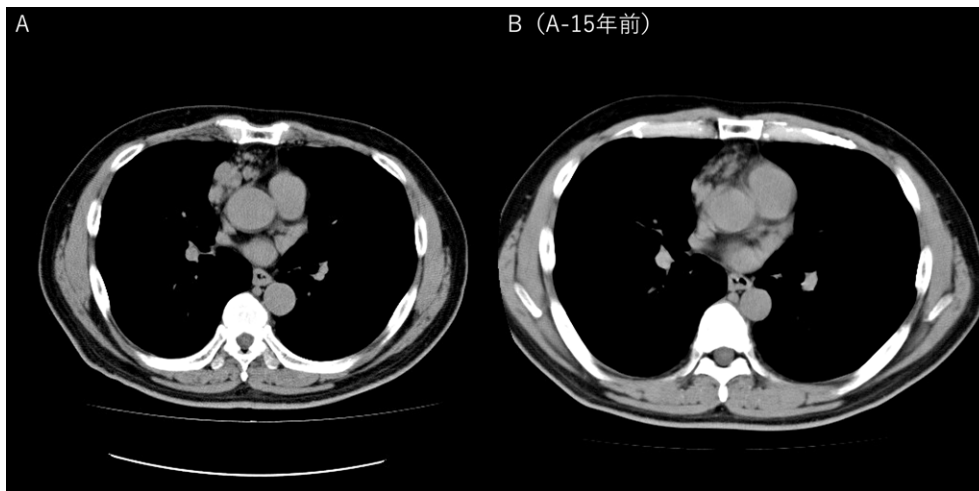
前縦隔に軟部濃度結節を多数認めた。15年前のCTと比較して、長期の経過で増大していた。
